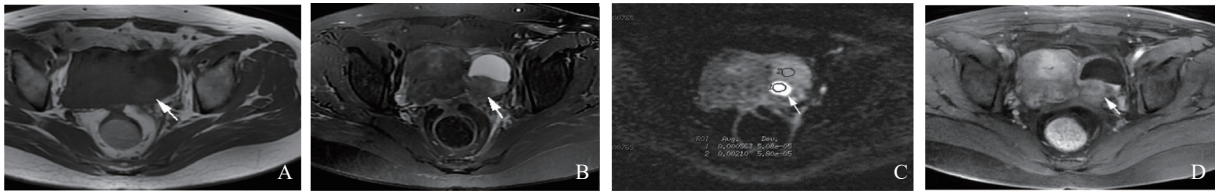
典型病例2(女性,50岁,左侧输卵管卵巢脓肿)的MRI影像表现
